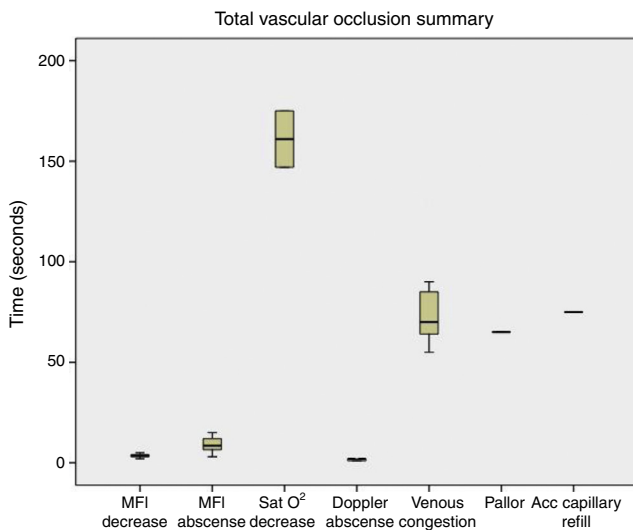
Resumen de los resultados obtenidos en oclusión vascular total. Se observa que la reducción y ausencia del MFI es más precoz que la disminución de la SatO₂ y que la aparición de los cambios clínicos (congestión, llene capilar acelerado, palidez), excepto la desaparición de la señal Doppler, que fue más temprana.
